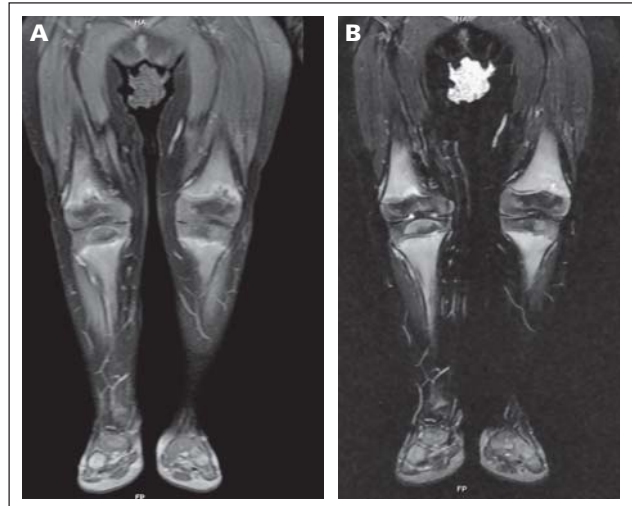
Magnetresonanztomographie. Bild A: MRT (T1w, fettsupprimiert, post KM i.v.) coronar: deutliche Irregularität der metaphysären Endabschnitte. Eine verstärkte Kontrastmittel- (KM-) Aufnahme weist auf eine Hyperämie oder eine vermehrte Vaskularisation hin. Bild B: MRT (stark T2-gewichtet mit Fettsuppression, TIRM-Sequenz) coronar: deutlich erhöhtes Signal in dieser ödemsensitiven TIRM-Sequenz in den Metaphysen beider Tibiae und Femora, weist auf inflammatorische Veränderungen hin.
